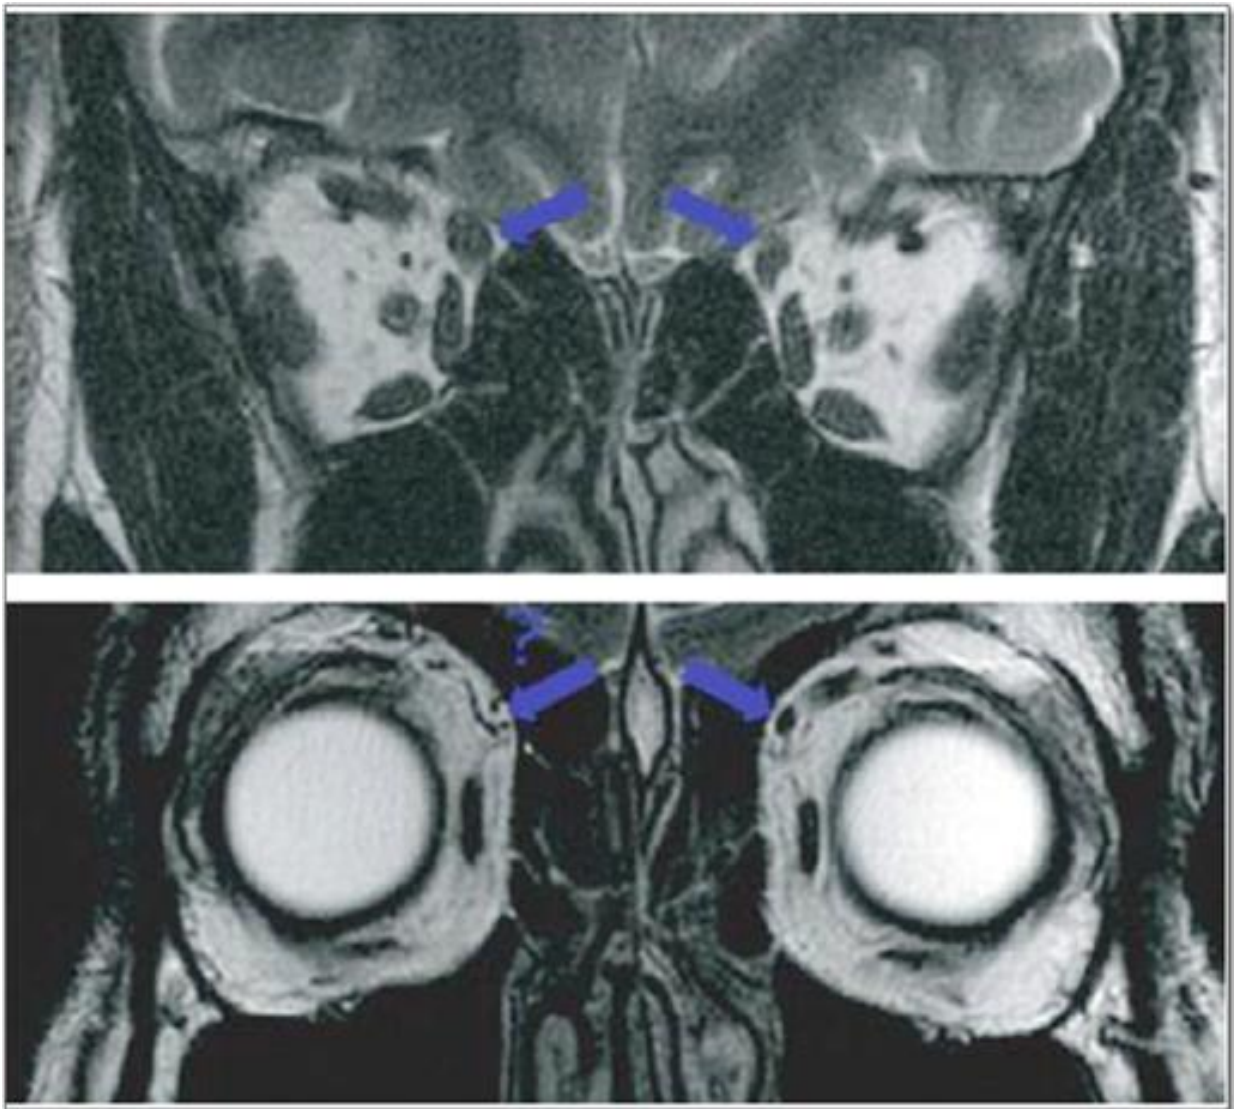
coupes IRM coronales : aspect hypertrophique de la portion postérieure et hypotrophique de la portion antérieure du MOS droit en rapport avec la rupture de sa poulie.
